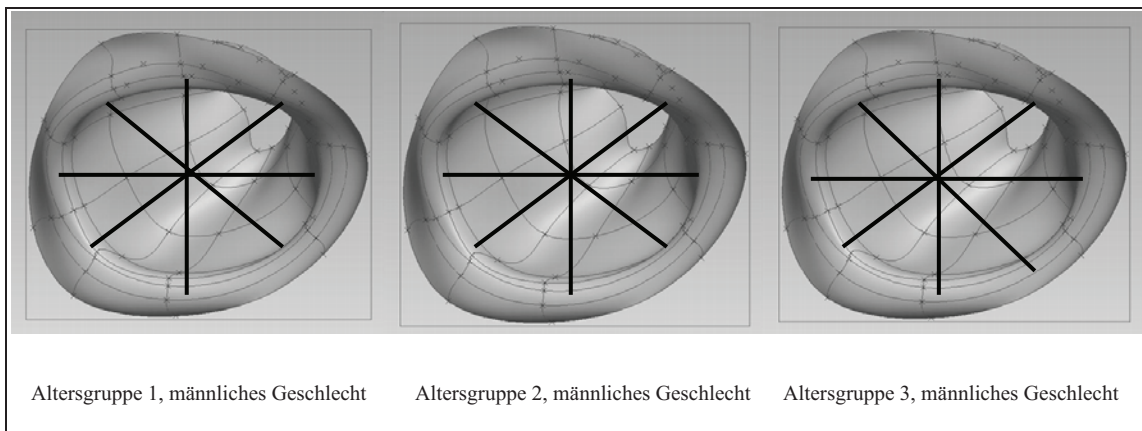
Flächenmodell der Orbitaeingangsebene basierend auf dreidimensionaler CT-gestützter Parametrisierung (Orbitabreite, -höhe und -diagonalen), in Altersgruppen (Altersgruppe 1: 15 bis 30 Jahre, Altersgruppe 2: 31 bis 50 Jahre, Altersgruppe 3: 51 bis 89 Jahre), männliches Geschlecht, erstellt in Zusammenarbeit mit Klein, H
